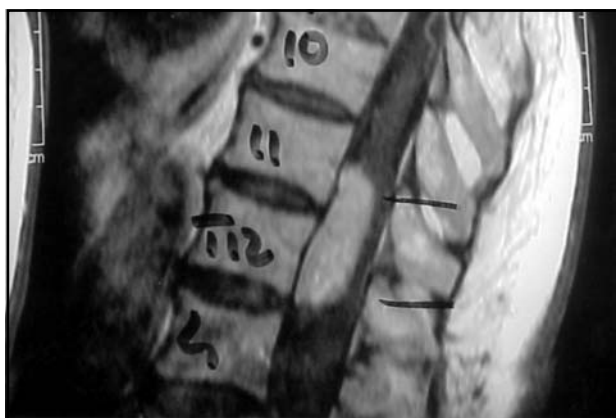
Imagem de ressonância magnética do hemangioma capilar.
